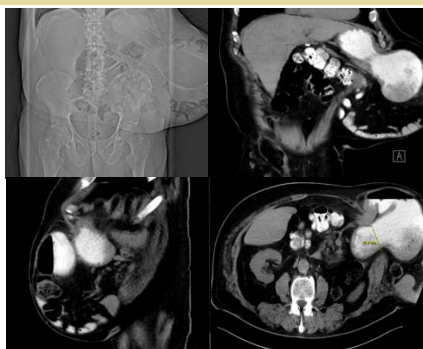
Abdomen CT – Inkarzerierte Narbenhernie
